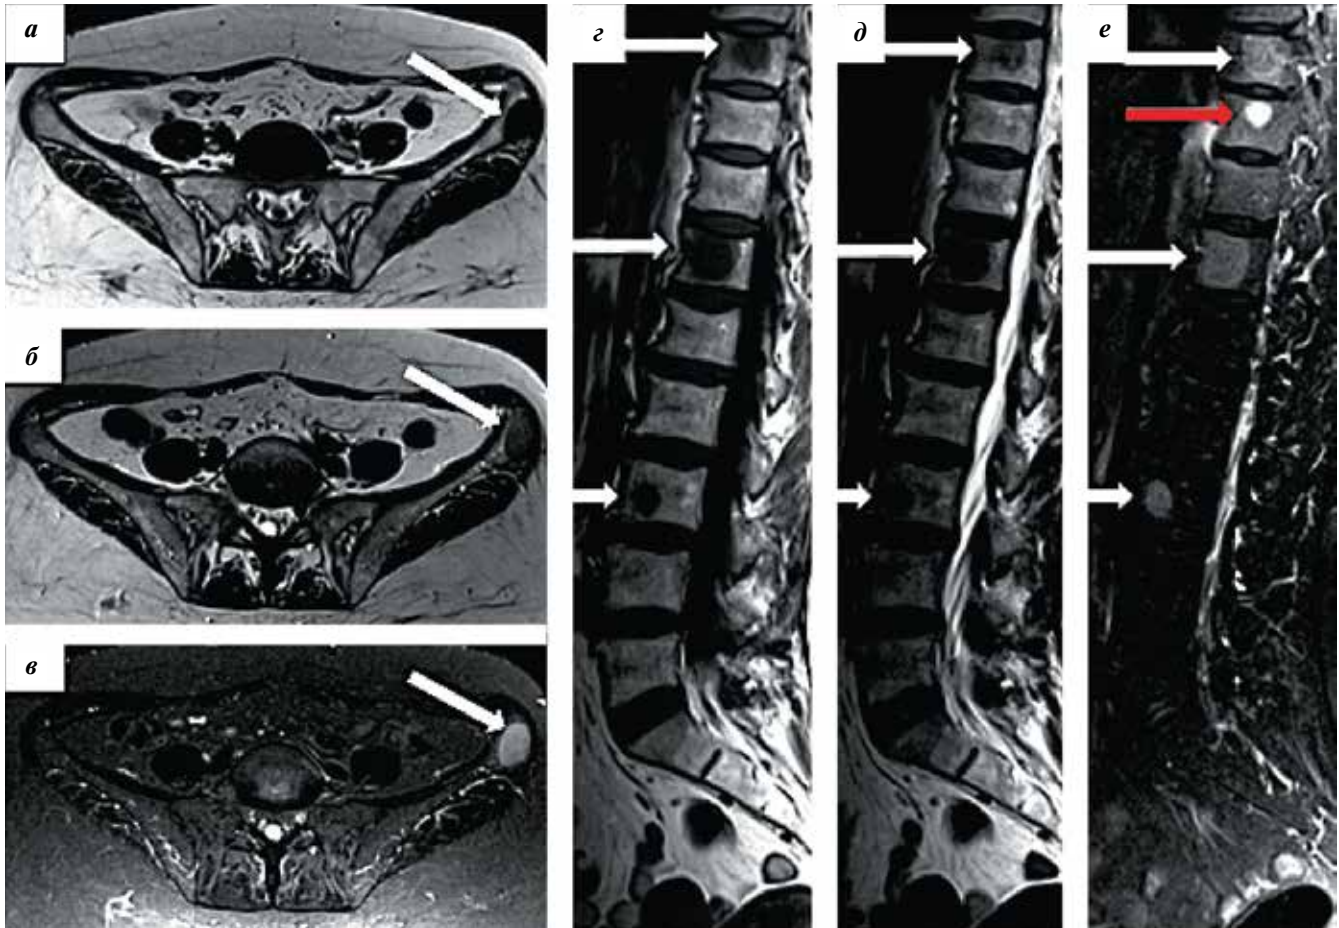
Пациентка С. Магнитно-резонансная томография таза, аксиальные срезы в последовательностях T1 (а), T2 (б), FS (в) и сагиттальные срезы позвоночника в тех же последовательностях (г, д, е). Белыми стрелками указаны метастазы, красной — гемангиома в теле позвонка Th₁₀
